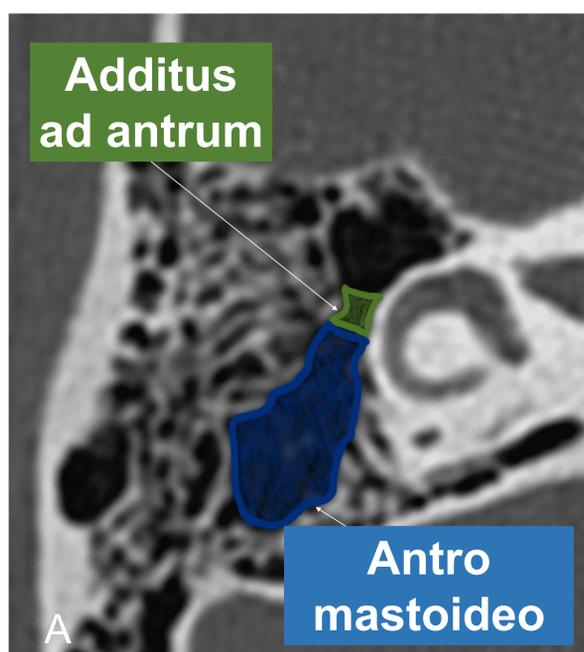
Imágenes de TC en plano axial del oído. Se señala la pared posterior de la cavidad timpánica a nivel del epitímpano (A y B) y mesotímpano (C).
